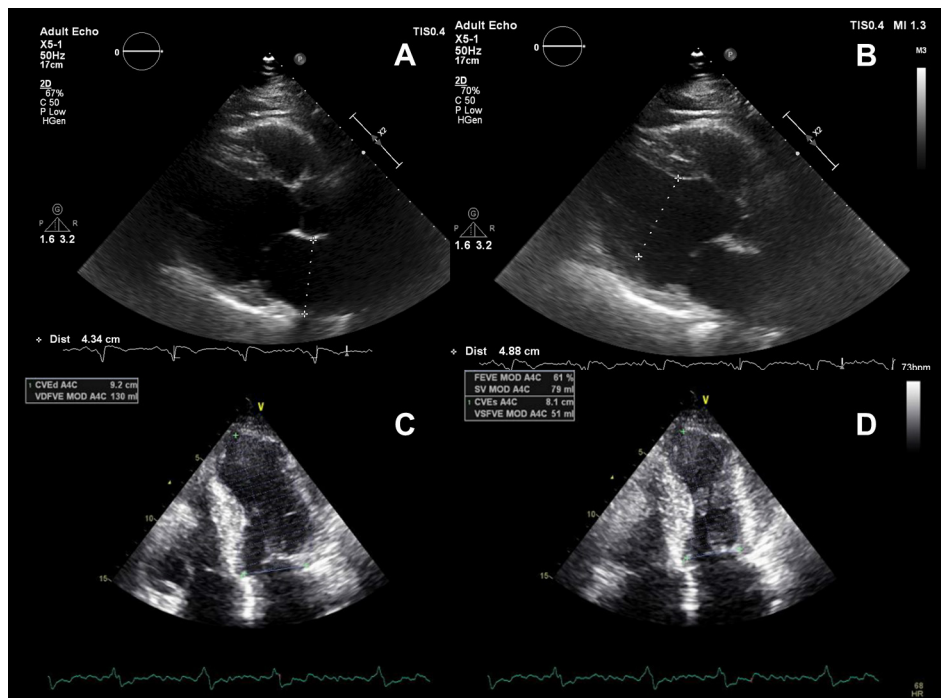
Imagens ao ecocardiograma transtorácico em paciente com sarcoidose cardíaca. Observa-se afilamento e acinesia do segmento basal do septo ventricular no corte paraesternal longitudinal (A e B). Outro paciente com sarcoidose cardíaca e discinesia da região apical no corte apical 4-câmaras (C e D).
